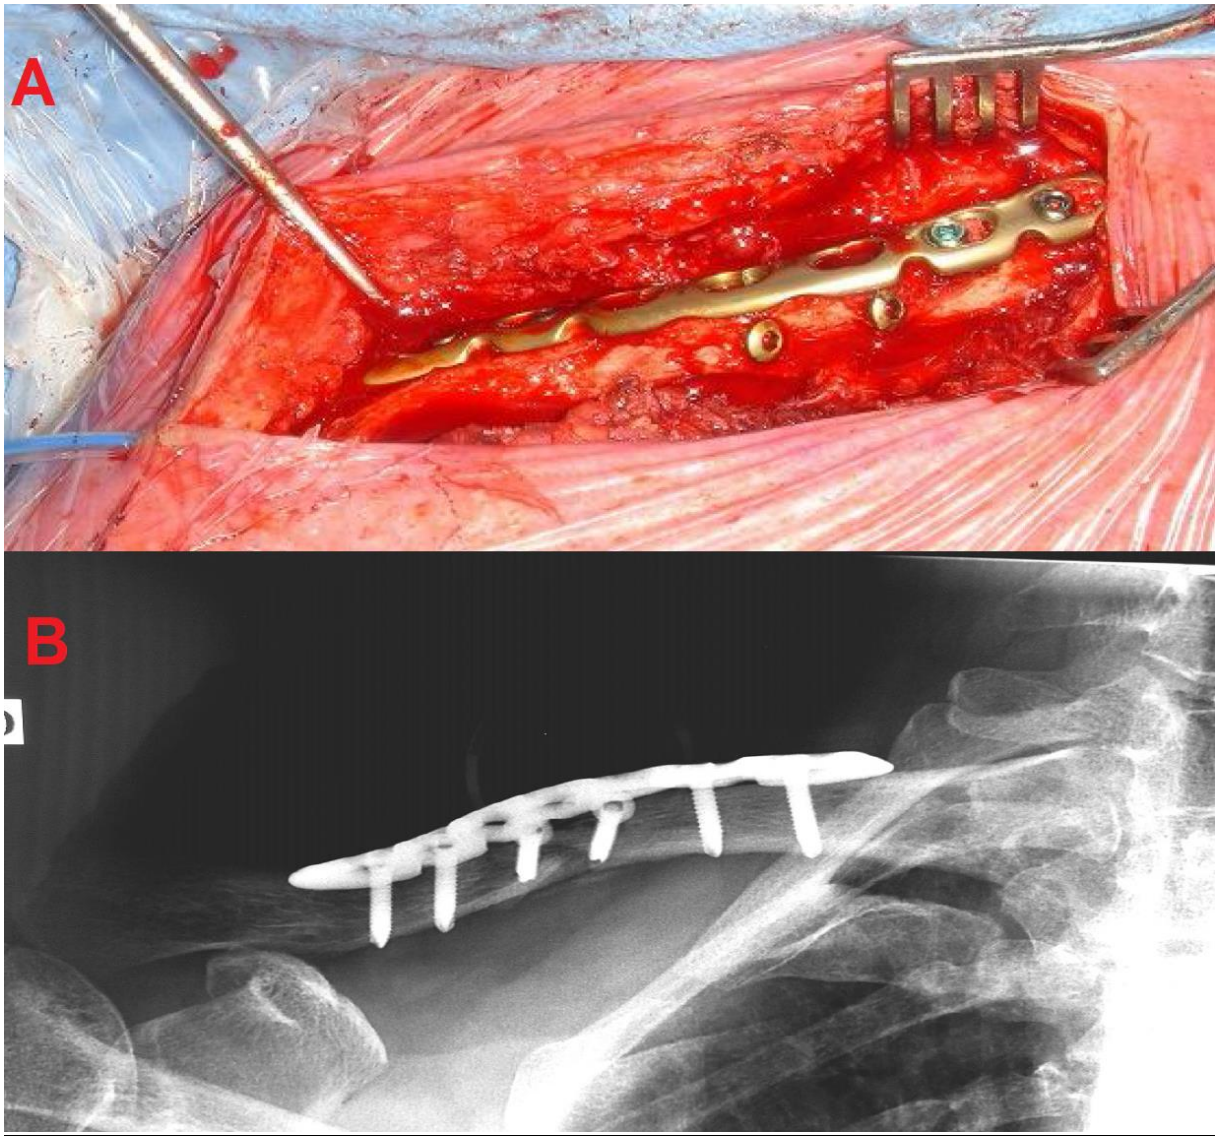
A- Image per-opératoire d'une fracture diaphysaire de la clavicule traitée par plaque vissée. B- Radiographie standard montrant une fracture diaphysaire de la clavicule traitée par plaque vissée.
